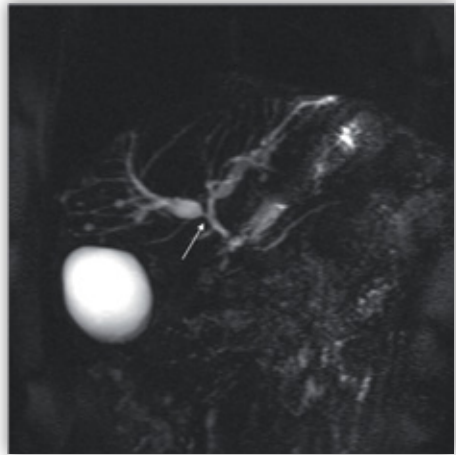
Imagen de colangio-RMN (*thick-slab*) en la que se observa la presencia una estenosis (flecha) acompañada de dilatación de la vía biliar intrahepática. Cortesía de la Dra. García-Criado, Servicio de Radiología, Hospital Clínic
